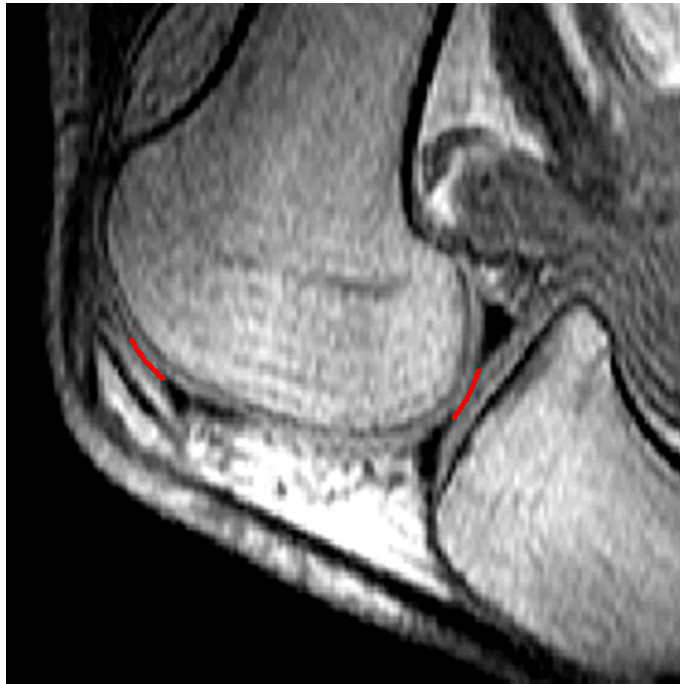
Segmentierung einer femoro-tibialen und einer femoro-patellaren Kontur in einem sagittalen MRT-Schichtbild.
